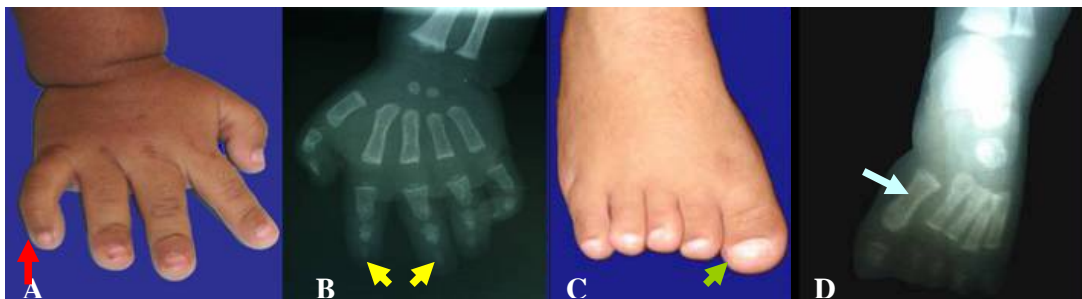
Extremidades simétricas. A. Manos con braquidactilia, notese la clinodactilia en 5° dedo (flecha roja). B se observan falanges terminadas en punta (flechas amarillas) y clinodactilia de 5° dedo. C. Pies presentan braquidactilia y primer orjejo ancho (flecha verde). D. Se observa radiografía con primer orjejo ancho y alteraciones de la densidad ósea (flecha azul).
